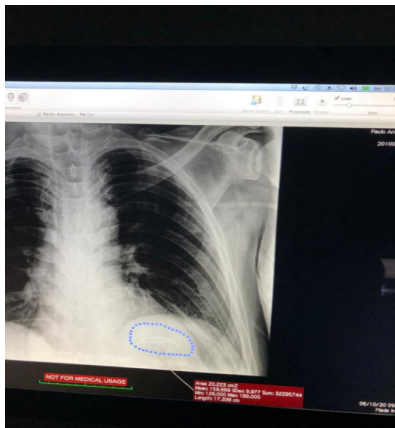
Fotografia de radiografia de tórax em PA, evidenciando a presença de lâmina de bisturi em hemitórax esquerdo, região inferior da imagem
